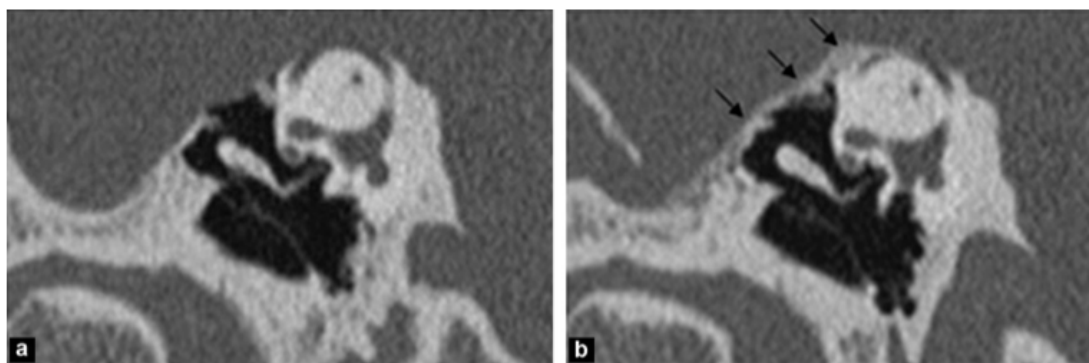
Aspecto pré (a) e pós-operatório (b) de uma deiscência dos canais semicirculares numa TAC na secção de Pöschl⁽⁶⁾.
